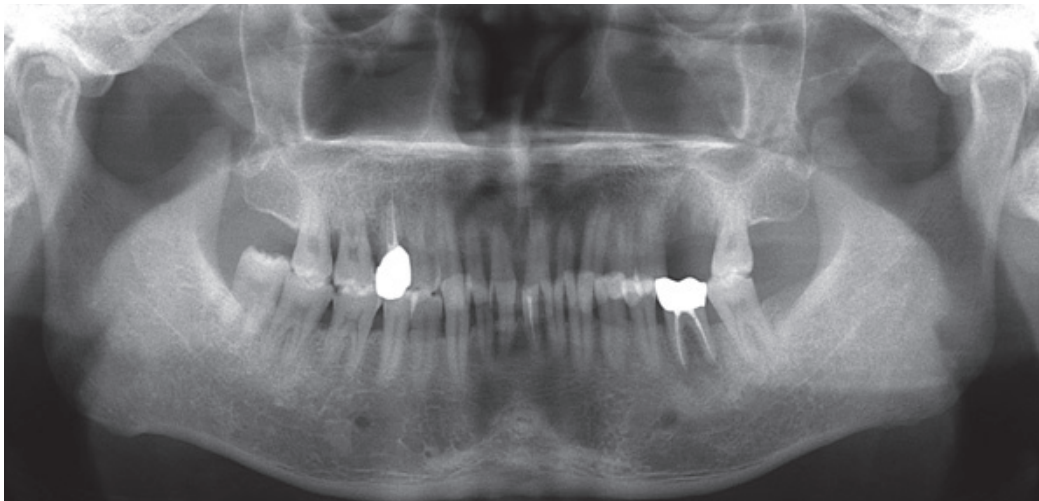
파노라마 방사선사진은 상의 왜곡 때문에 전악 방사선사진을 대체할 수는 없지만 매복치의 확인, 무치악 치조제에 남아 있는 잔존치근의 검사, 임플란트 식립 부위의 골량 파악 등 전반적인 치료계획을 수립하는 데 유용하게 쓰인다.
